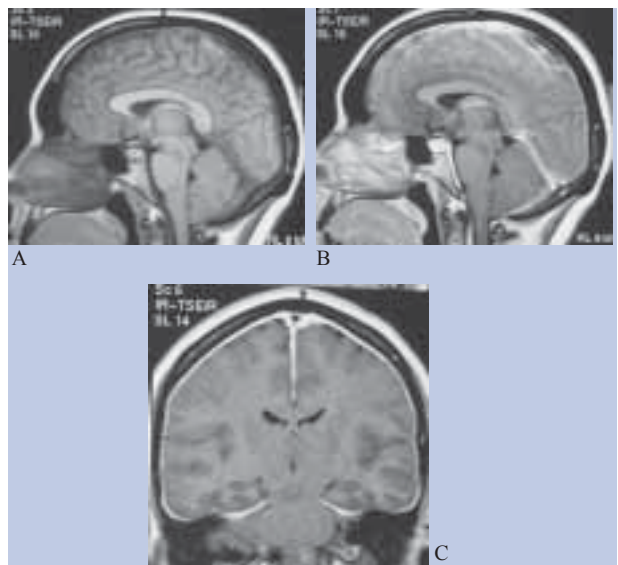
RMN CE T1 Sagital (A) - posição baixa das amígdalas cerebelosas, aplanamento da face anterior da protuberância e discreto apagamento da cisterna pré-pôntica; T1 Sagital (B) e Coronal (C) com gadolínio - espessamento e hiperceptação paquimeningea linear, contínua e sem áreas poupadas.
